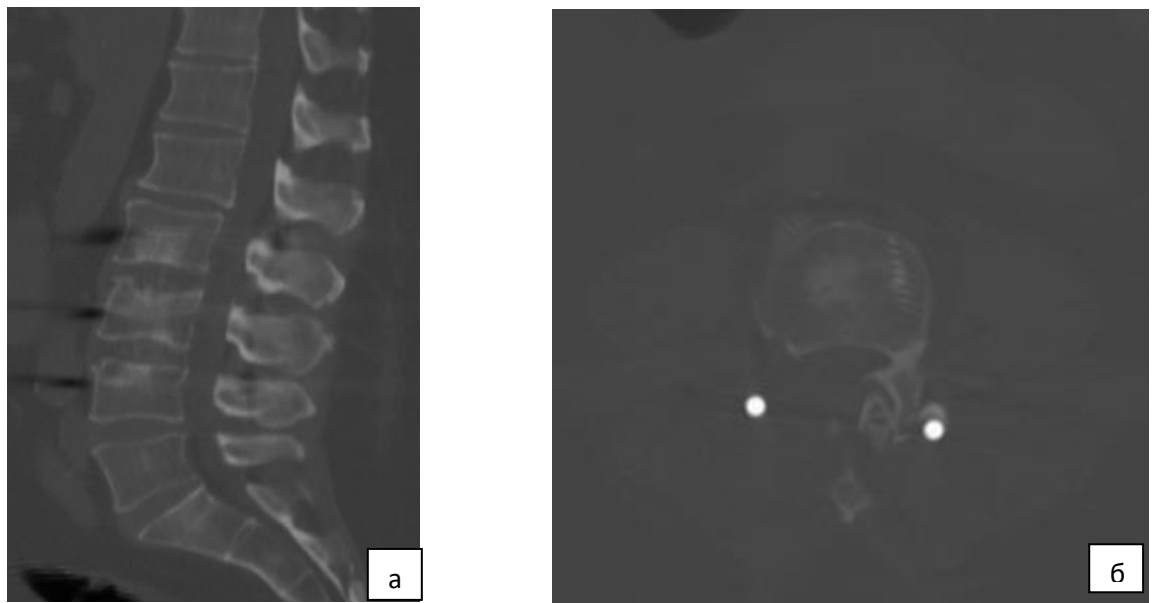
А — сагиттальная МСКТ-грамма поясничного отдела позвоночника после операции; б — фронтальная МСКТ-грамма поясничного отдела позвоночника (на уровне ликвидированного максимального стеноза позвоночного канала L_{III}-L_{IV})
